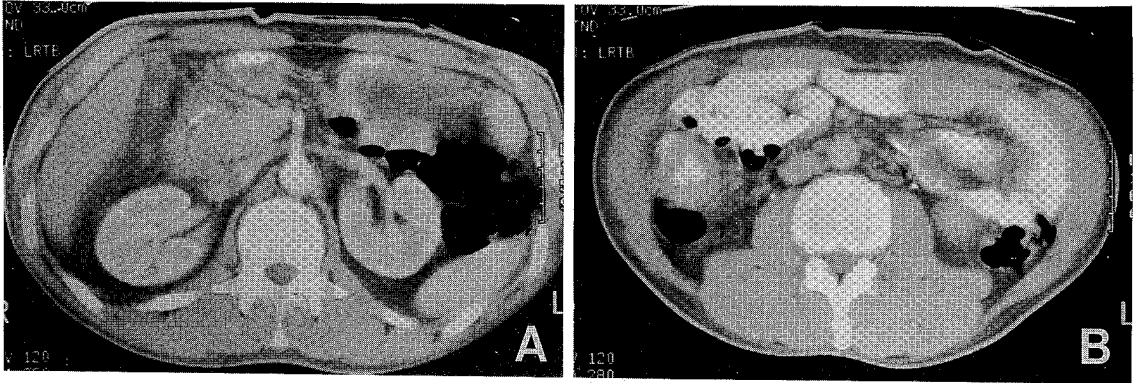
A. Abdominal CT scan shows the abnormally thickened wall of the second portion of the duodenum with intraluminal contrast agent and luminal narrowing. B. Abdominal CT scan shows the annularly thickened wall of the mid-ascending colon with luminal narrowing, pericolic fat invasion and multiple, small regional lymph nodes.
